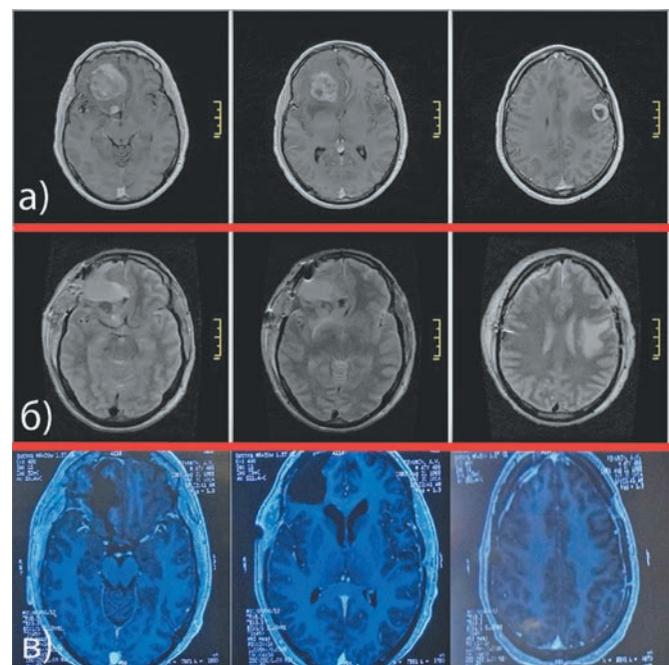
Компьютерные томограммы пациента с 3 метастазами меланомы: а — до операции; б — в 1-е сутки после операции; в — через 3 мес после операции.
